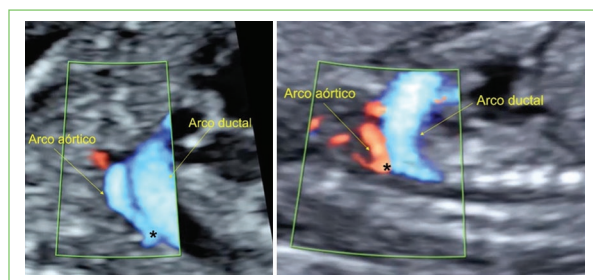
Plano sagital del arco aórtico con Doppler color en dos fetos con coartación de aorta. Se puede observar que en el caso de la izquierda el relleno del arco aórtico es completamente anterógrado, mientras que en el caso de la derecha es revertido (ductus-dependiente). Istmo (*).
